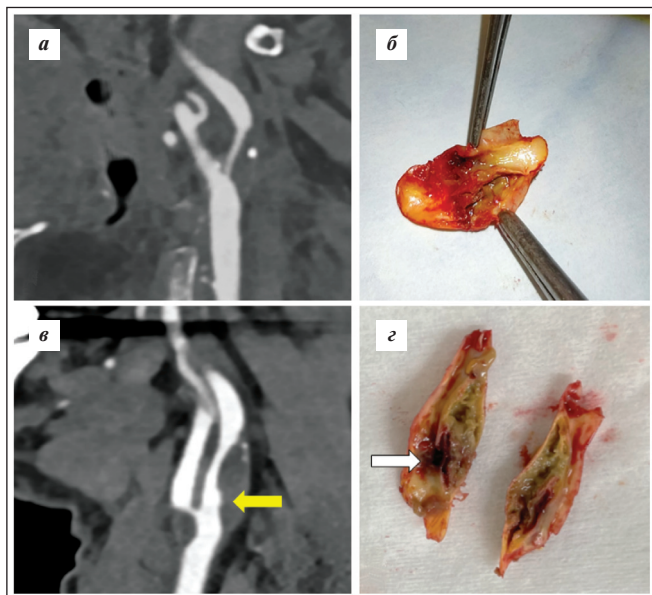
Примеры «уязвимых» бляшек по данным КТ-ангиографии.
